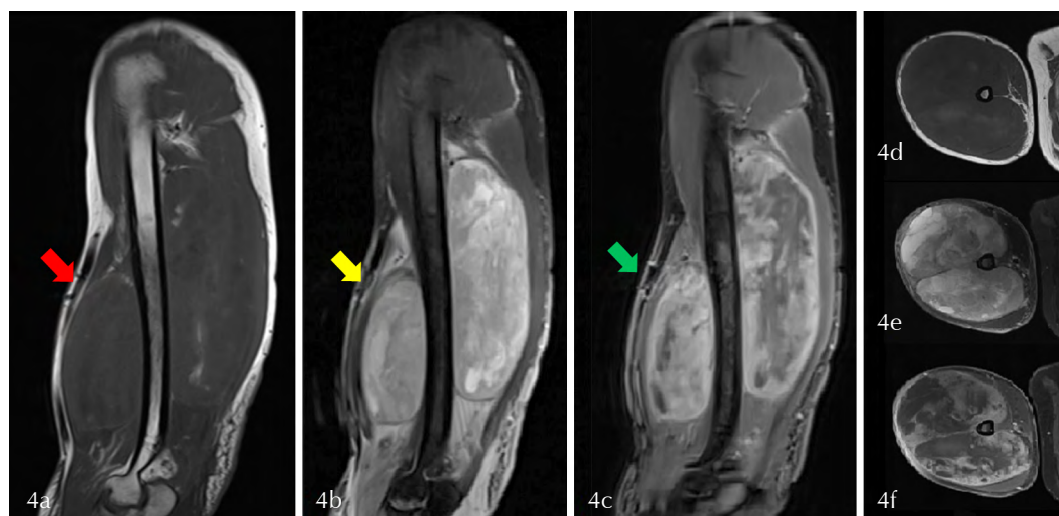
Resonancia magnética. a) Corte sagital del brazo derecho en secuencia T1. Se observa la gran tumoración que presenta señal heterogénea, predominantemente hipointensa, rodeando el humero. (Flecha roja) b) Corte sagital del brazo derecho en secuencia STIR. Se observa gran tumoración que presenta señal heterogénea, predominantemente hiperintensa. (Flecha amarilla). c) Corte sagital del brazo derecho en secuencia T1 con Gadolínico. Se identifica el realce heterogéneo de la lesión. (Flecha verde). d), f), g) Son cortes axiales en T1, STIR y T1 con Gadolínico respectivamente, donde se observa la íntima relación de la tumoración con el humero.
